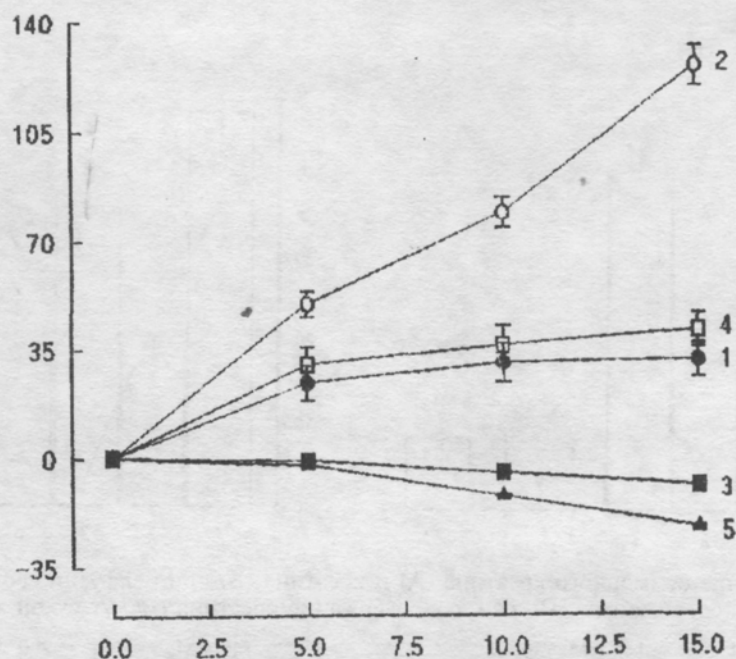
Скорость поглощения креатина сердцем при перфузии сердца Ca-содержащим раствором, содержащим 100 мкМ креатина.
